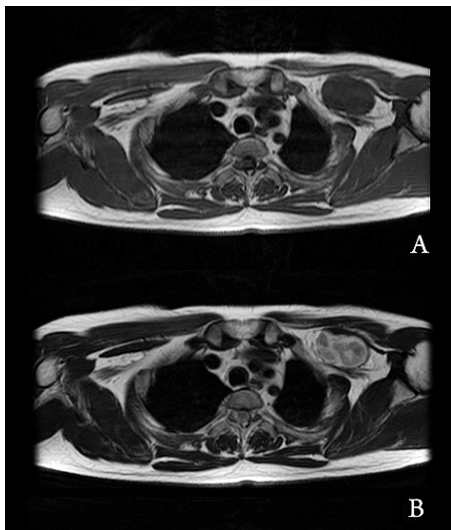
MRI findings. There is seen about $8 \times 5 \times 3.2$ cm sized lobulating contoured mass abutting the anterior portion of the brachial plexus. This lesion is isointense to muscle on T1WI(A) and hyperintense with central low SI area on T2WI(B). And this lesion shows heterogenous and intense enhancement on Gd enhanced study.
